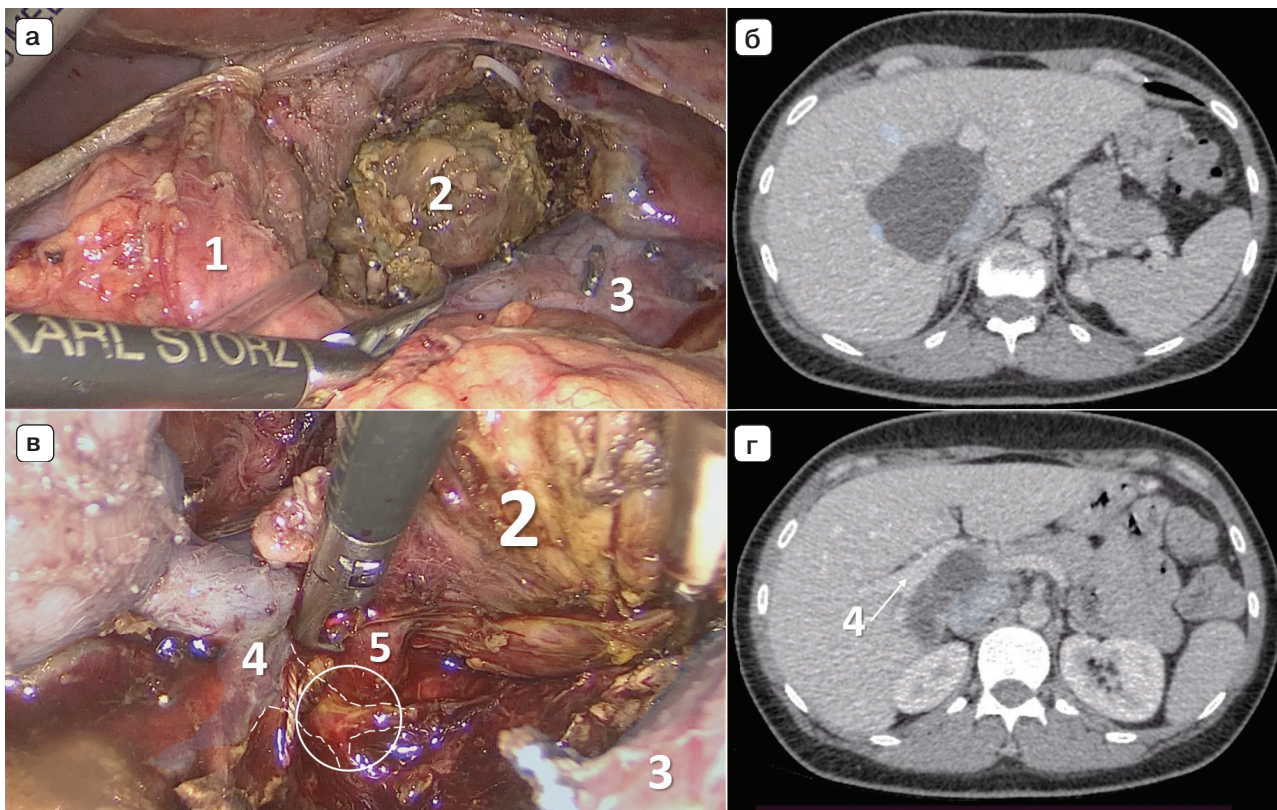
Кистозная муцинозная неоплазия, totally замещающая I сегмент: а – интраоперационное фото, кистозная опухоль после пункции и частичной мобилизации; б – компьютерная томограмма, распространение опухоли на VII и VIII сегменты; в – интраоперационное фото, плотное сращение опухоли с сосудисто-секреторными элементами правой доли; г – компьютерная томограмма, плотное прилегание опухоли к правой ветви воротной вены. 1 – печеночно-двенадцатиперстная связка, 2 – опухоль, 3 – нижняя полая вена, 4 – ветвь воротной вены к VI и VII сегментам, 5 – зона утечки желчи.
